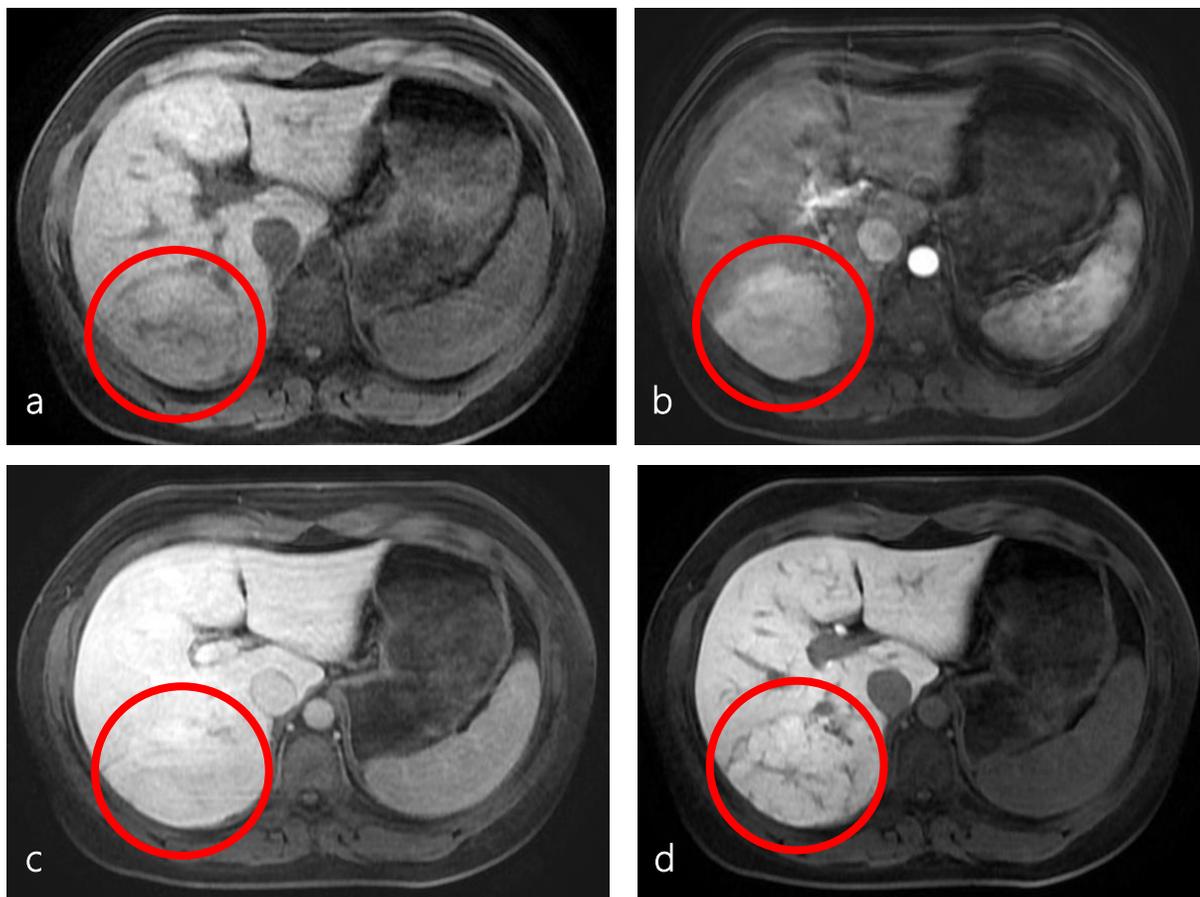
RM sem contraste (a) e pós-contraste nas fases arterial (b), parenquimatosa (c) e hepatobiliar (d) mostra uma massa grande no lobo hepático direito, com intenso realce arterial, que se torna isointensa ao parênquima hepático normal nas fases portal e hepatobiliar.
